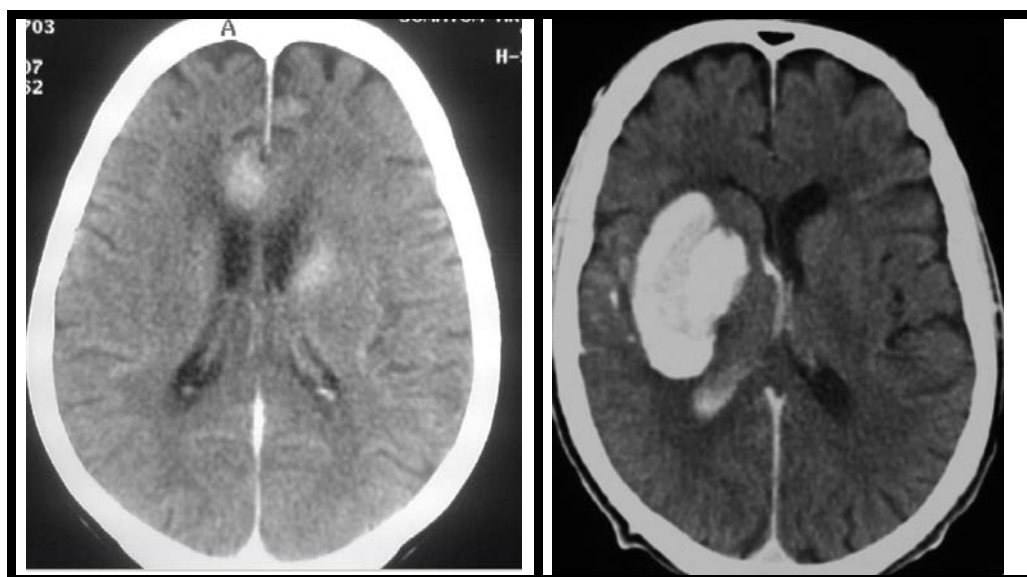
Detecção de focos hemorrágicos na TC de crânio sem contraste
